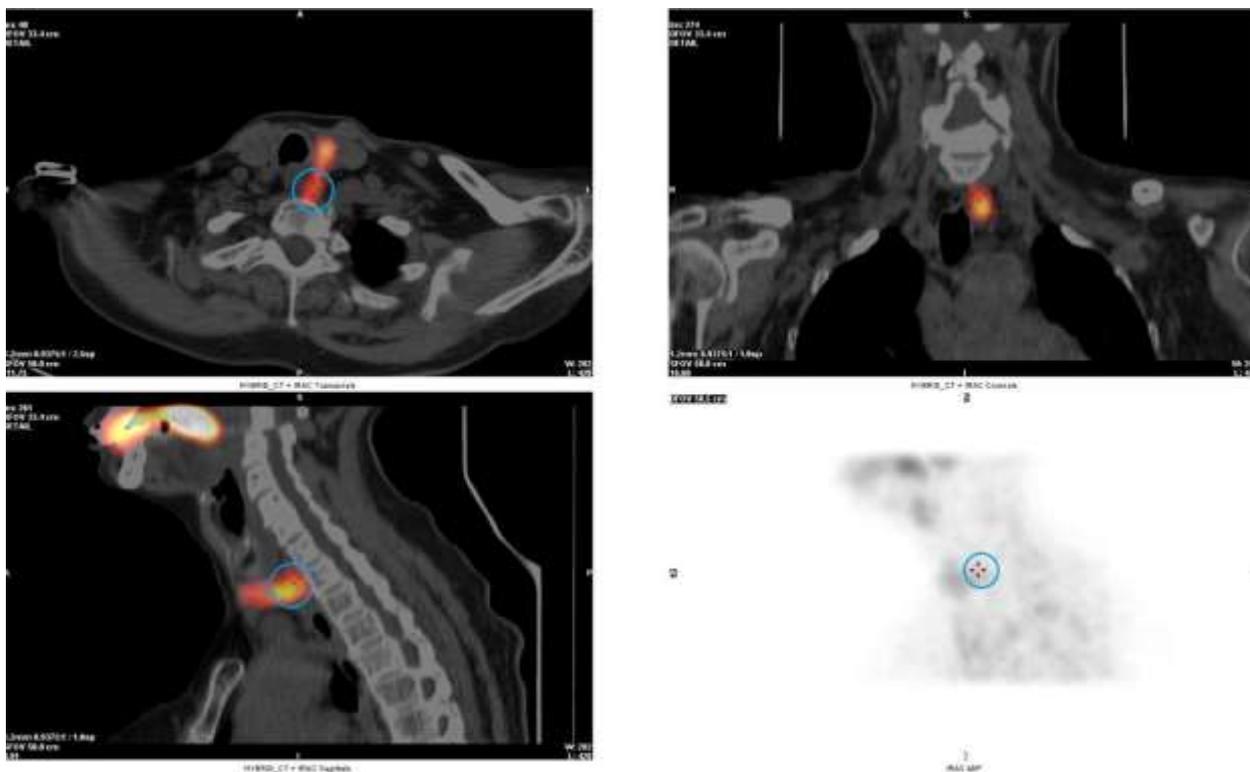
Результаты гибридного исследования ОФЭКТ/КТ области шеи и средостения.
